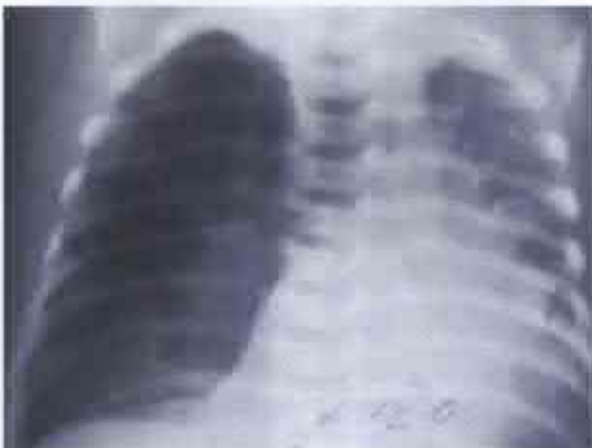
Radiografie preoperatorie. Sindrom polichistic cu afectarea plămânului drept.
